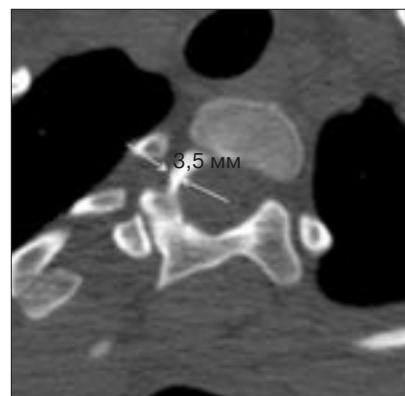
КТ. Аксиальный срез. Дисплазия ножек дуги Th3 позвонка той же больной
